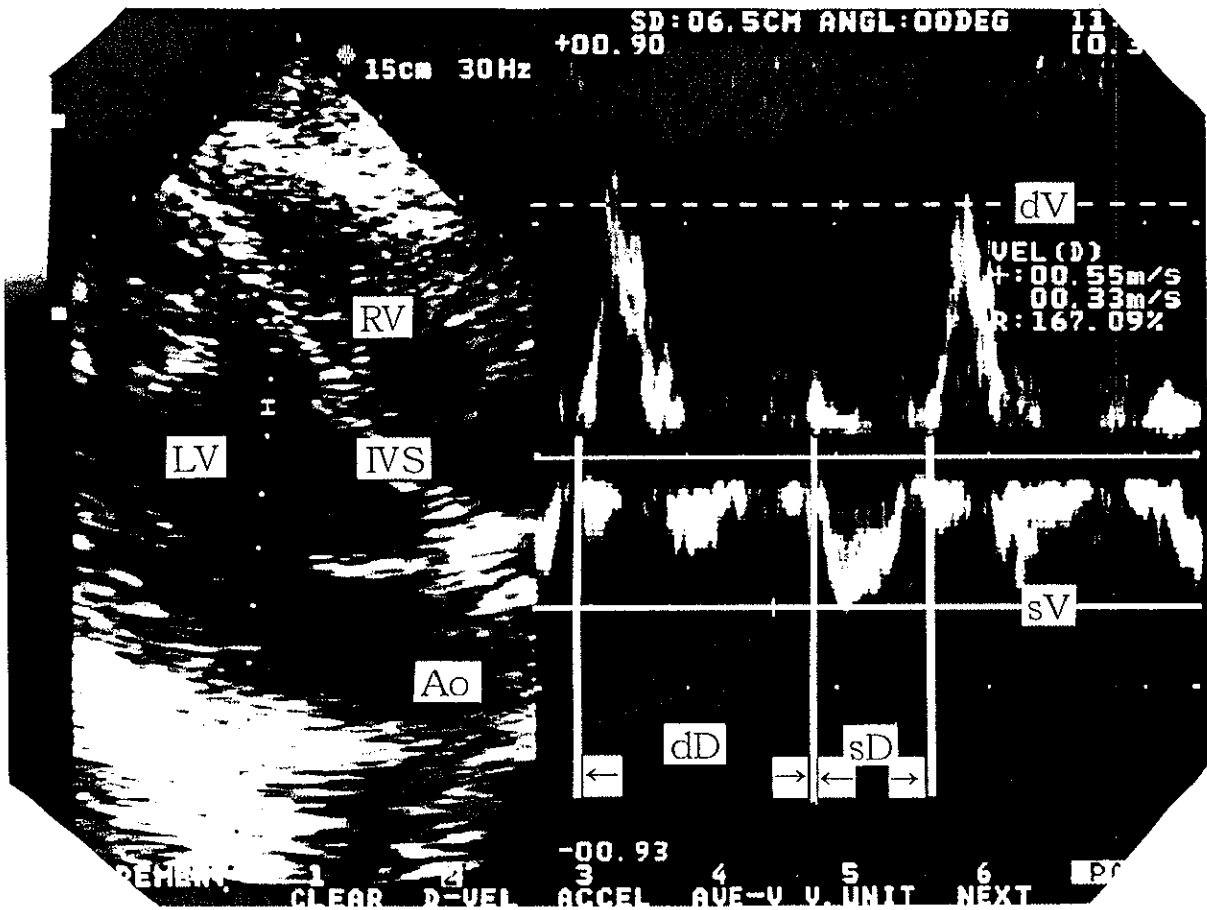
B-mode 4-chamber view (left) and Doppler sonogram in the left ventricle (right) at rest. LV: left ventricle, RV: right ventricle, dV: diastolic peak velocity, dD: diastolic duration, sD: systolic duration, and sV: systolic peak velocity
